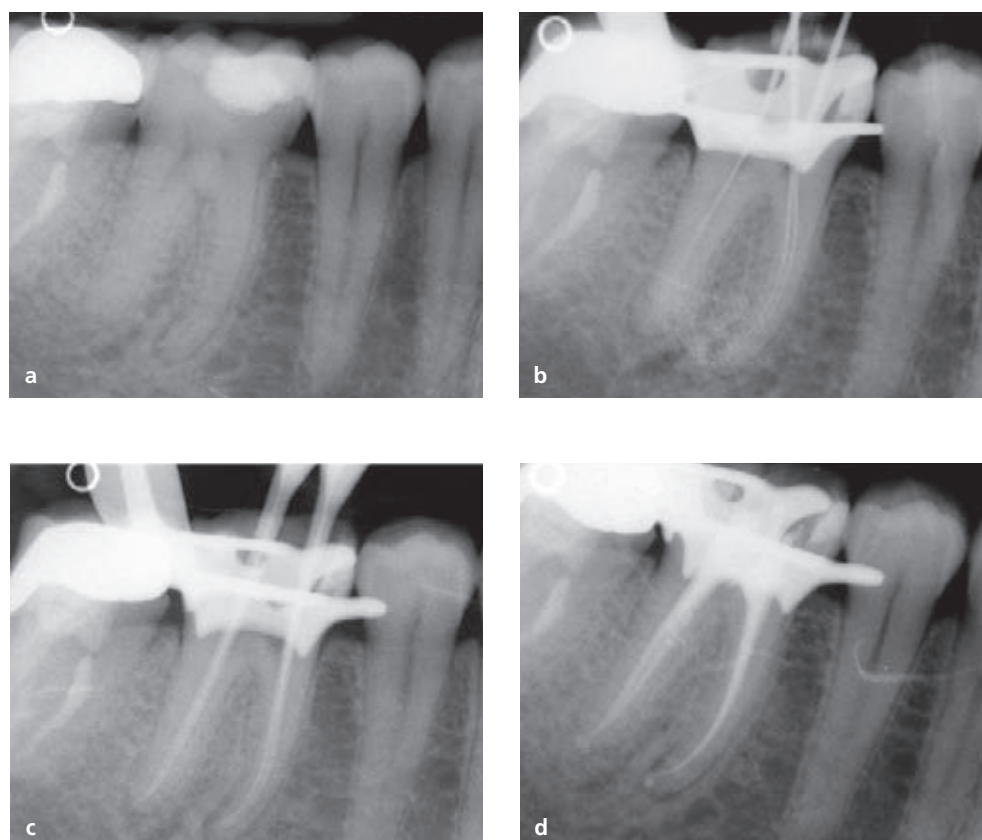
La radiografia preoperatoria (a) potrebbe indicare questo caso come difficile. In realtà una buona apertura della camera pulpare e l'eliminazione delle interferenze coronali permettono di accertare, con l'inserimento dei primi strumenti di sondaggio, la percorribilità dei canali. La prima radiografia intraoperatoria (b) conferma l'assenza di curvature di difficile strumentazione, quindi, canali di media difficoltà affrontati in questo modo: canali mesiali (terzo coronale .10, terzo medio .08, terzo apicale .06 con diametro apicale .25) e canali distali (.10, terzo medio .08, terzo apicale .06 con diametro apicale .25). (c) Prova dei coni master. (d) Radiografia di controllo postoperatoria.
